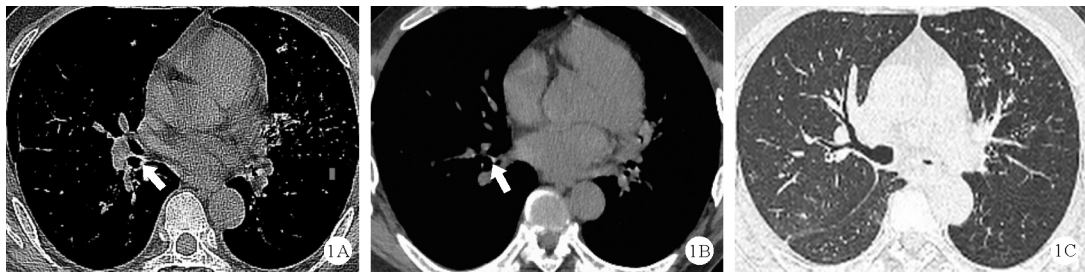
2025年1月8日患者气管颈段、胸部支气管增强CT体层成像结果(A:右肺下叶支气管结节,如箭头所示; B:右肺支气管钙化,如箭头所示; C:气管及左主支气管重度狭窄)
